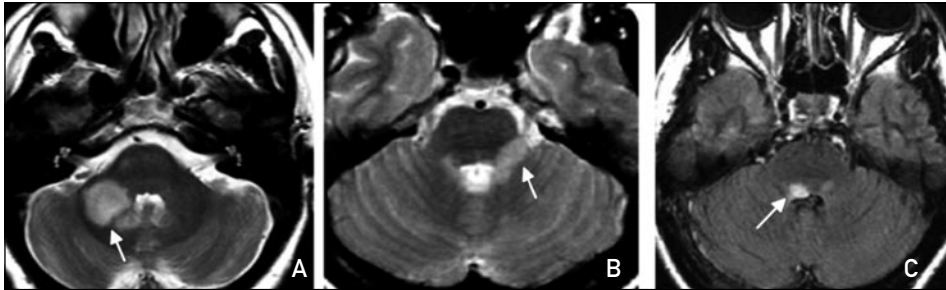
Lesiones infratentoriales. Imágenes ponderadas en T2, obtenidas con secuencias fast SE y fast FLAIR en tres pacientes distintos durante la fase inicial de la enfermedad. Las lesiones infratentoriales tienen una clara preferencia por situarse en los pedúnculos cerebelosos medios (A, flecha), en la periferia de la protuberancia (B, flecha) y en el suelo del IV ventrículo (C, flecha).
